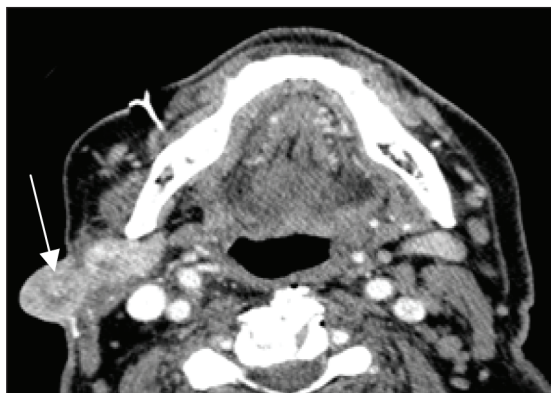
TDM cervical : récidive avec prise de contraste et effraction cutanée.
